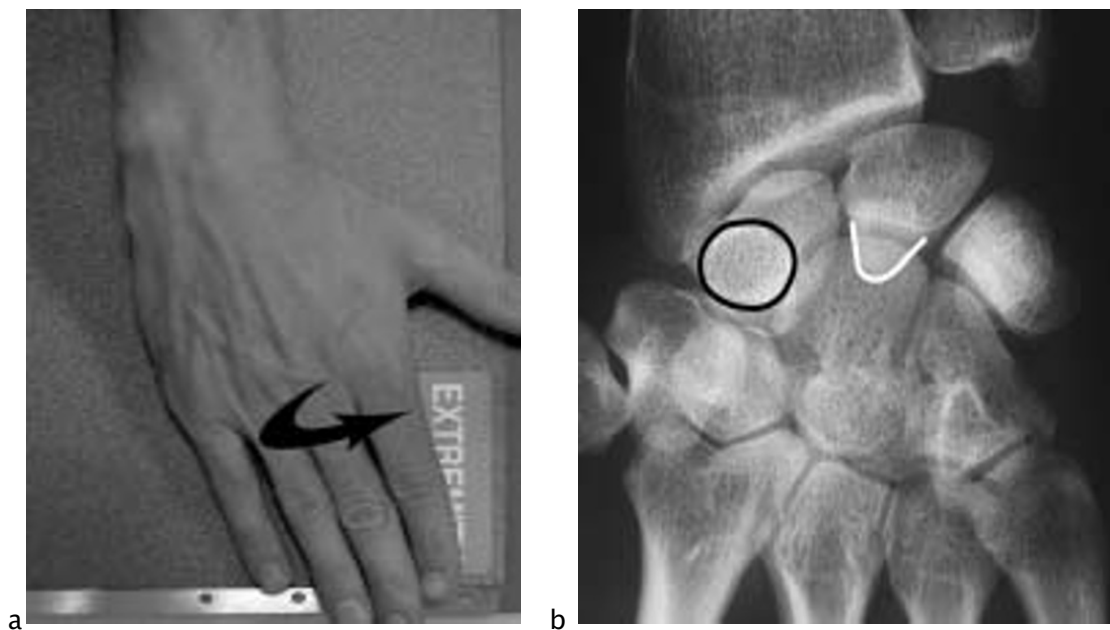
Positionnement et radiographie du poignet dynamique en inclinaison radiale.
